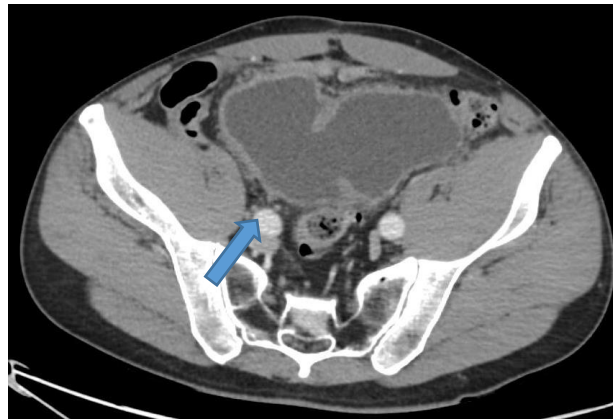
TC abdominal con CIV en paciente con antecedente de neoplasia vesical con neovejiga ileal ortotópica (flecha).
